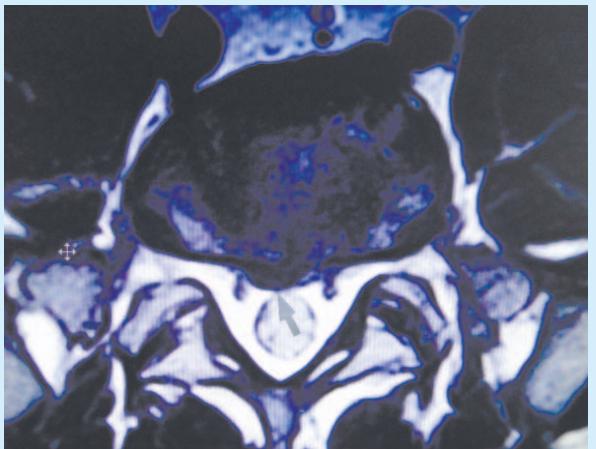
Верификация протрузии межпозвонкового диска при МРТ-исследовании была обязательной
